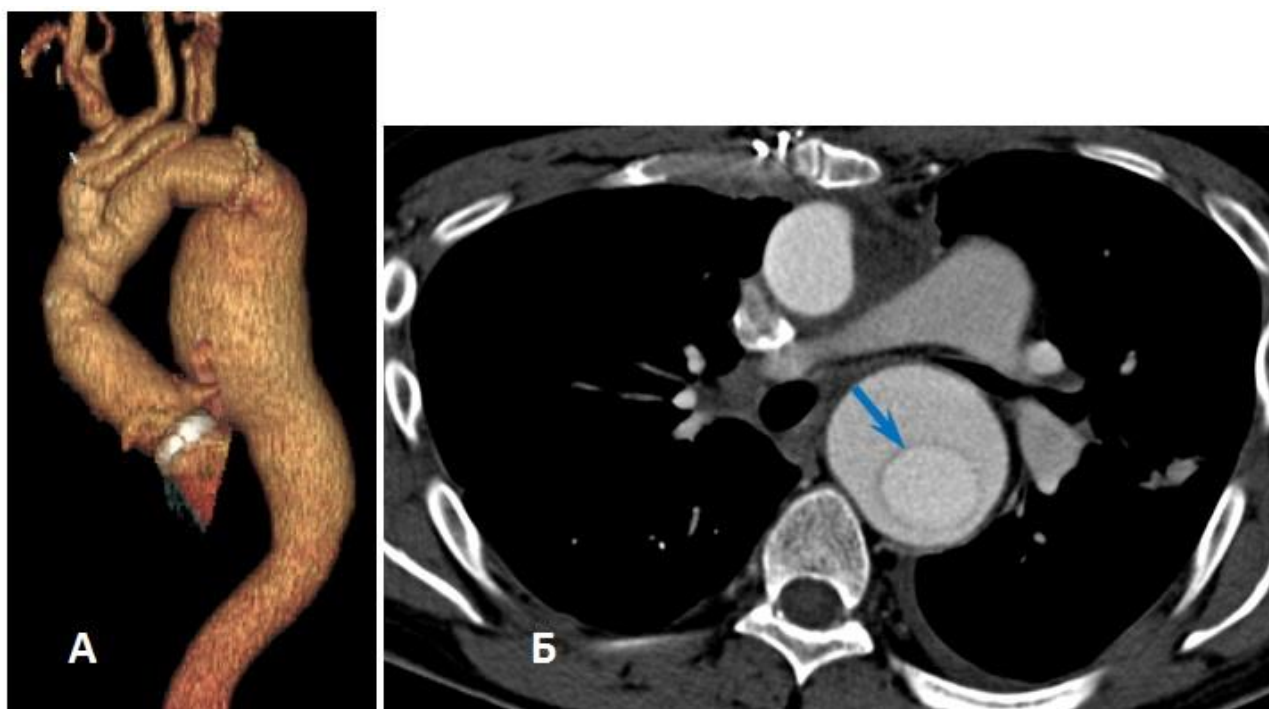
МСКТ-аортография пациента Б. Состояние после протезирования дуги аорты по методике «хобот слона»: А – трехмерная реконструкция грудной аорты; Б – сагиттальный срез на уровне бифуркации легочной артерии. Стрелкой указан «хобот слона» в просвете нисходящей аорты
